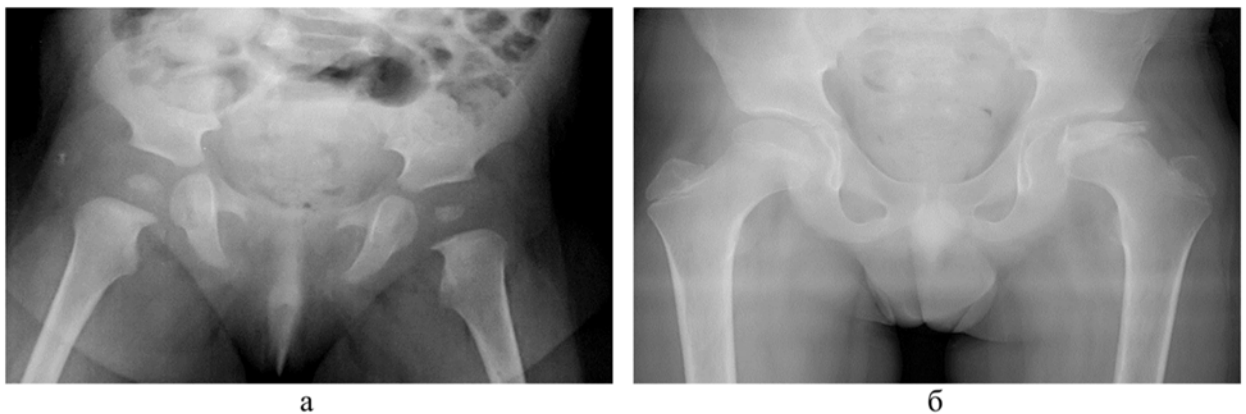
Рентгенограммы таза в прямой проекции (разные дети): а – пациент Л. 2 года с ОГО проксимального отдела левой бедренной кости, нарушение конфигурации эпифиза левой бедренной кости, изменение формы медиального края проксимального метафиза бедренной кости; б – пациент К. 11 лет с АН головки левой бедренной кости на фоне дебюта хронической болезни почек
